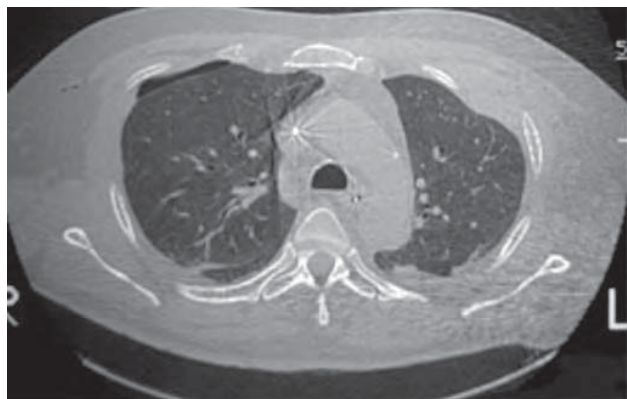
/15.- TAC de tórax. Mismo caso anterior. Resolución a los siete días.
